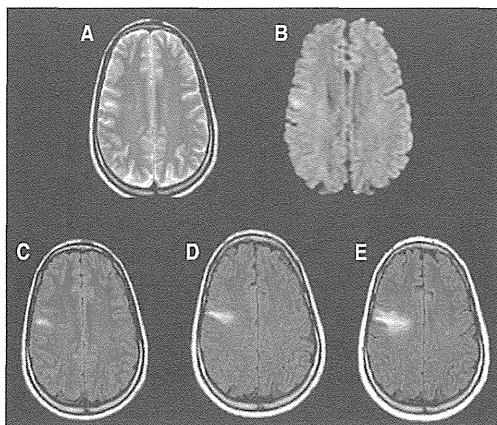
22例のNAT-associated PML（原疾患はMS）のMRI解析.
